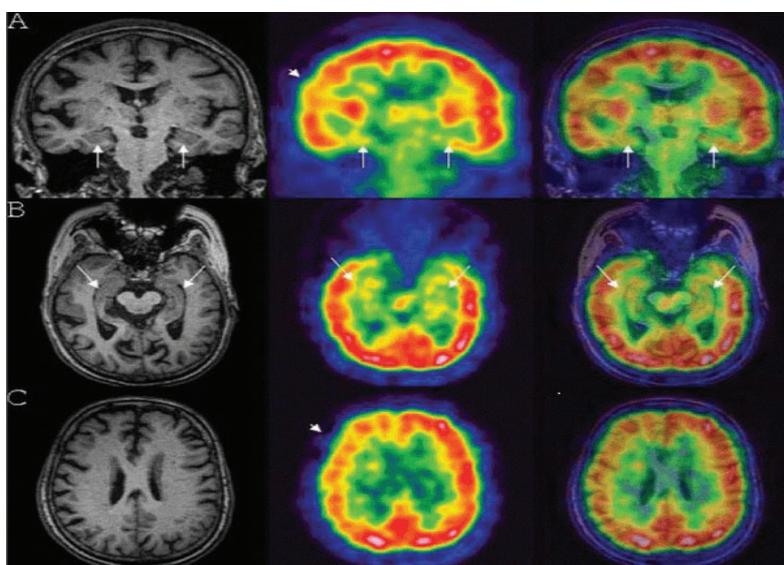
A importância da fusão com a RM é a identificação de alterações metabólicas em pequenas estruturas de difícil localização anatômica, (demonstrado pelas flechas), pelo PET, como, por exemplo, o hipocampo que está intimamente relacionado com um déficit cognitivo futuro e doença de Alzheimer, assim como o giro angular e o precuneus.
